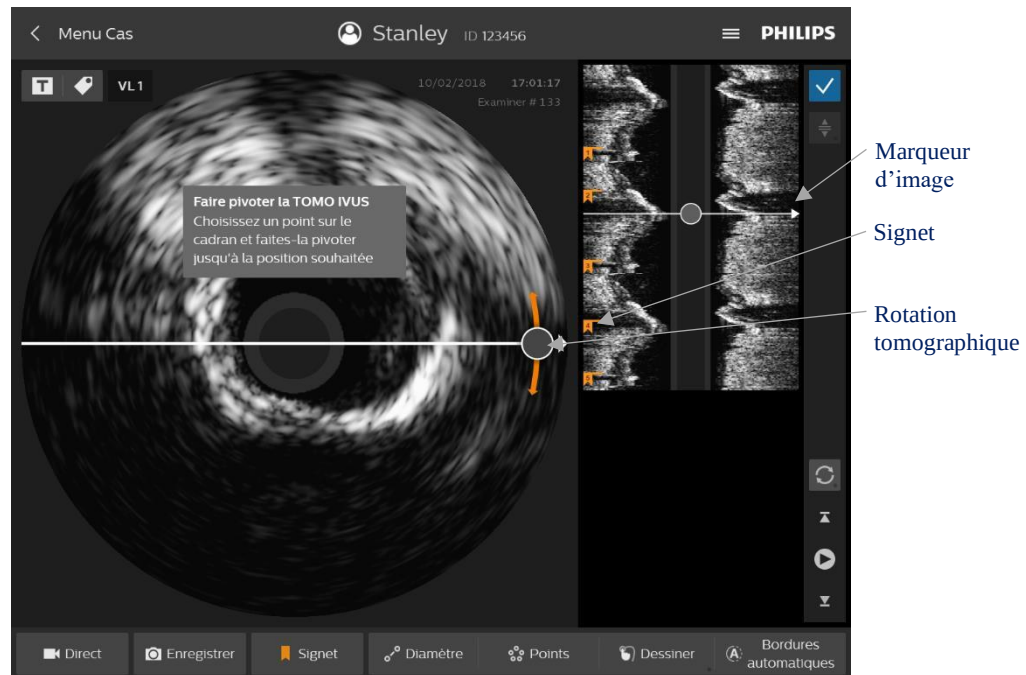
Examen à 360°, section tomographique
